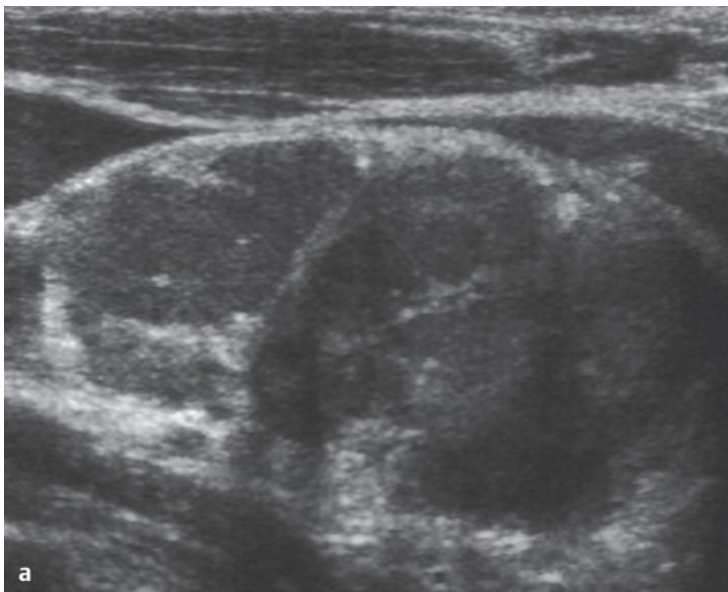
Sonografie von Lymphknoten.
